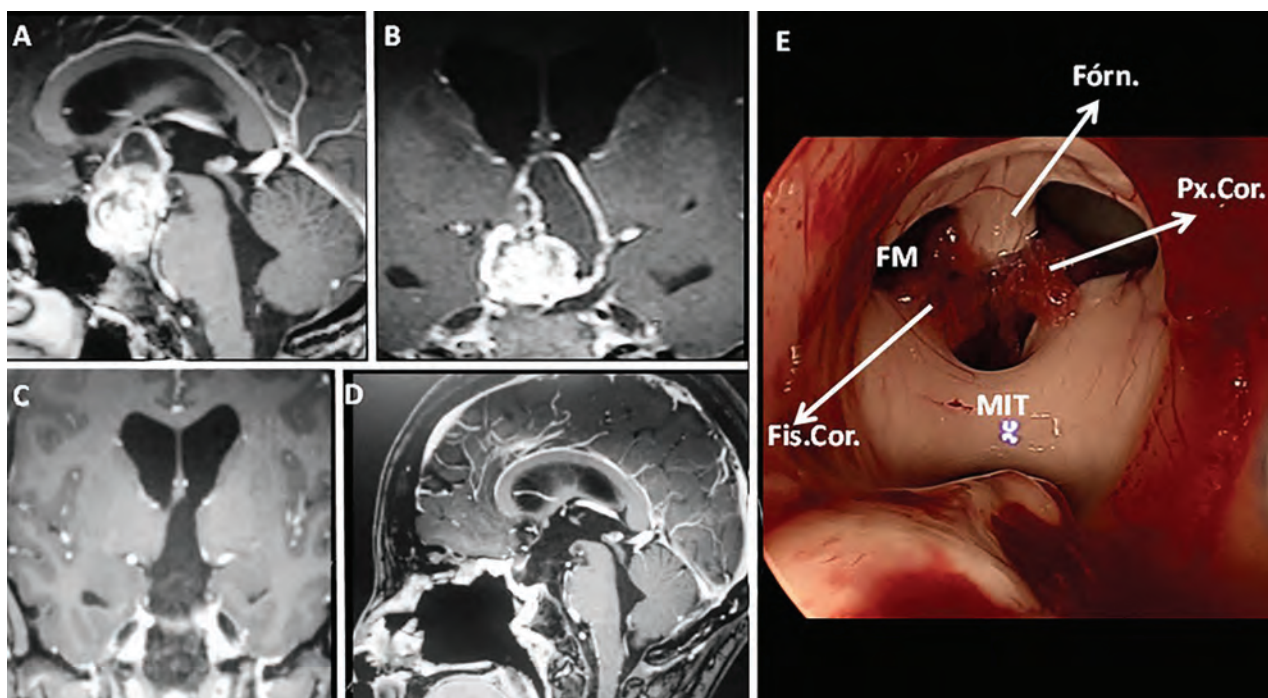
Abordaje Transplanum. A y B) Muestran las imágenes en RMNT1 con gadolinio preoperatorias que evidencian un craneofaringioma adamantinomatoso quístico. Nótese la invasión al tercer ventrículo. C y D) Imágenes en RMN postoperatorias que evidencian la resección tumoral y la remoción del planum esfenoidal y el tubérculo selar. Se aprecia en D la reparación mediante un HBF, con injerto libre de fascia lata. E) Imagen intraoperatoria en la que se observa la anatomía del tercer ventrículo tras la remoción tumoral: el foramen de Monro (FM) limitado por el trígono (Fór.) y el tálamo, a su vez apreciándose la masa intertalámica (MIT). Entre ambos se observa el nacimiento de la fisura coroidea (Fis. Cor.) y el plexo coroideo (Px. Cor.).
